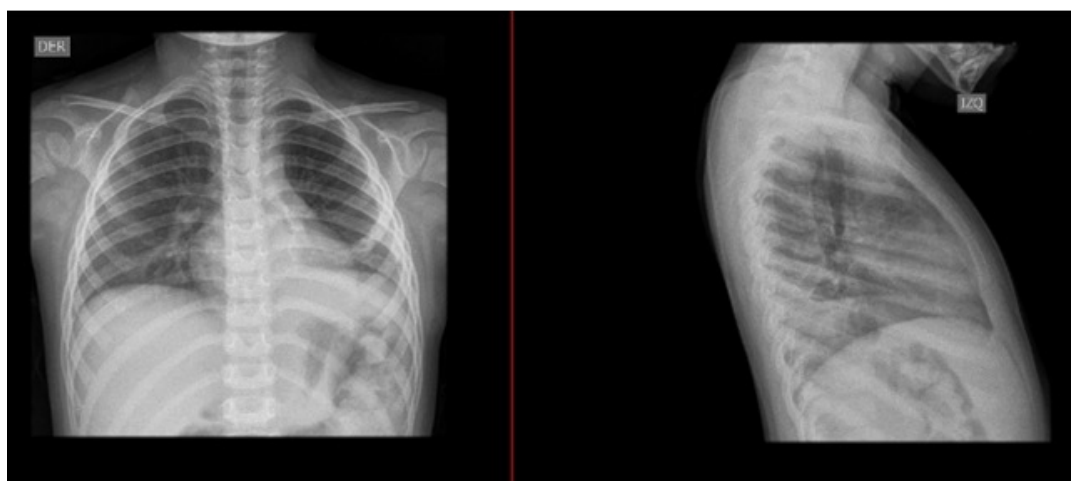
Radiografías prealta postero anterior (AP) (Figura 5A) y lateral de tórax (Figura 5B) que muestran imagen de consolidación en el hemitórax izquierdo, con infiltrado alveolar denso, borramiento del ángulo costodiafrágico e izquierdo y elevación del hemidiafragma ipsilateral.
